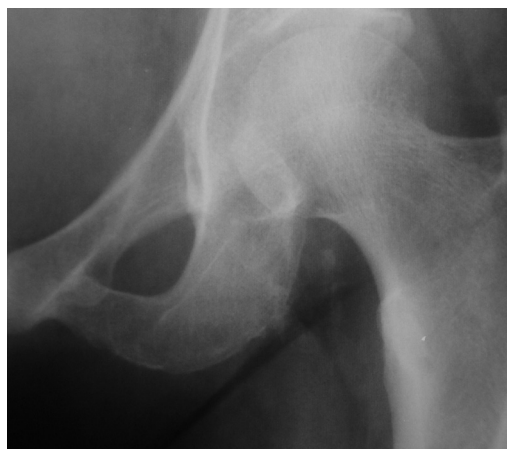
Radiografia pré-operatória em AP do quadril esquerdo que evidencia discreta alteração óssea no ísquero.
